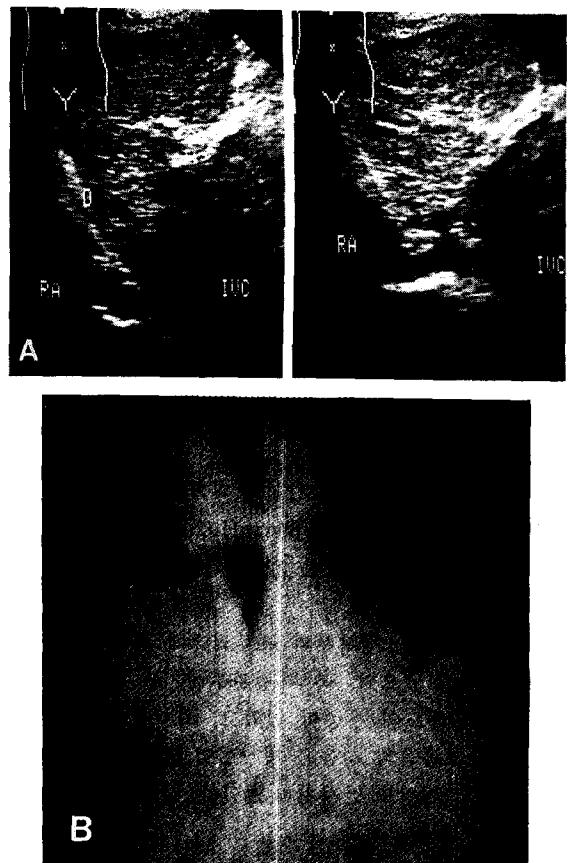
술후 간초음파사진(A)과 하공정맥촬영사진(B) : 우심방과 하공정맥사이의 폐색이 소실된 모습.
